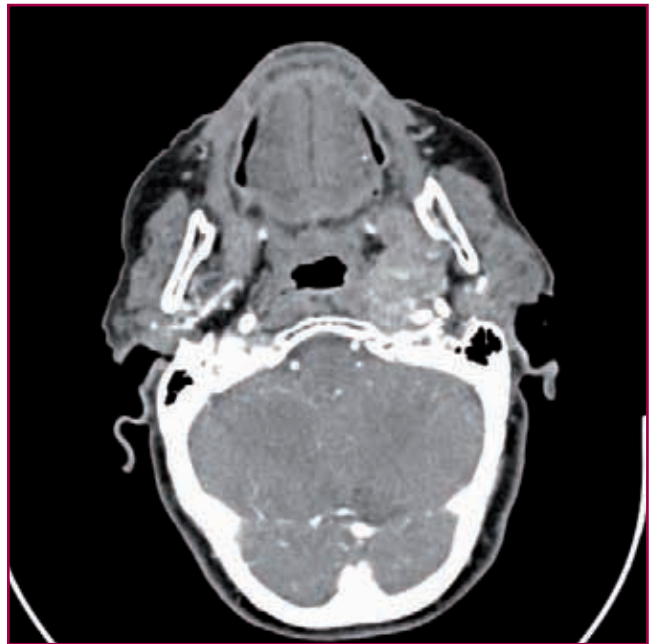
Secció coronal de la TC craniofacial. S'observa una massa ipsilateral i de similars característiques al nòdul cervical, però que presenta extensió a espai carotídi, músculs pterigoïdals i prevertebrals.
